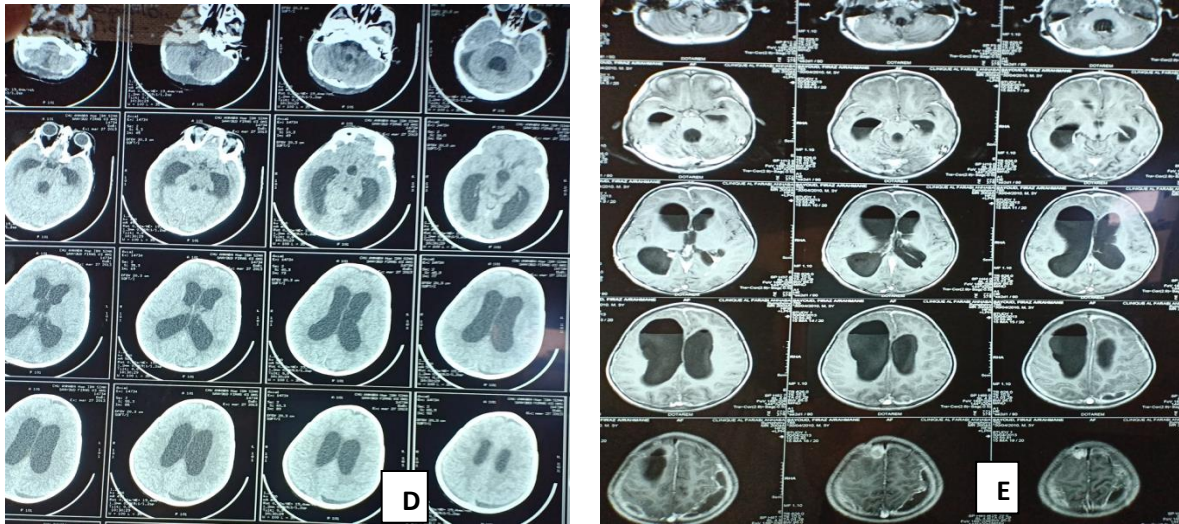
D): TDM cérébrale : dilatation ventriculaire post méningitique, E): IRM cérébrale coupe axiale : ventriculo mégalie passive, résection totale, avec une lame d'empyème.
